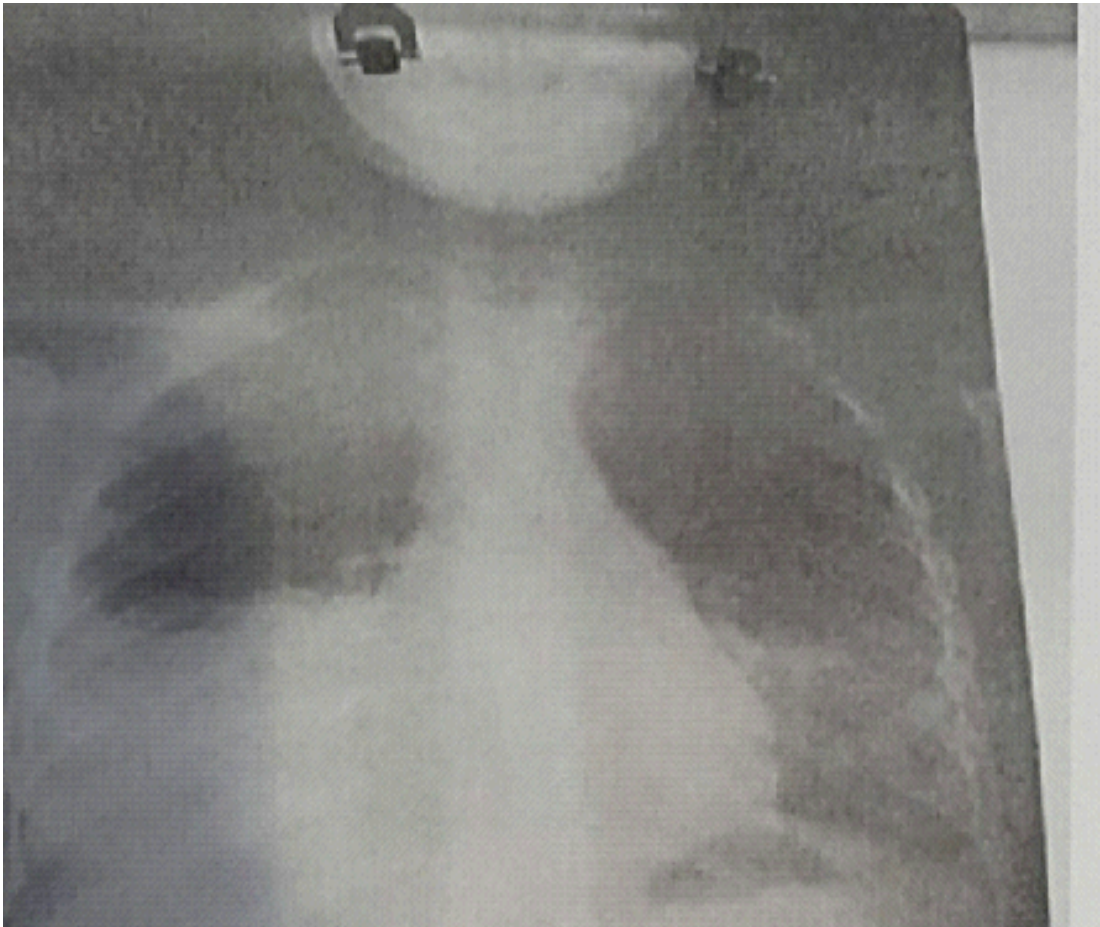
Radiographie pulmonaire face, opacité basale droite.
